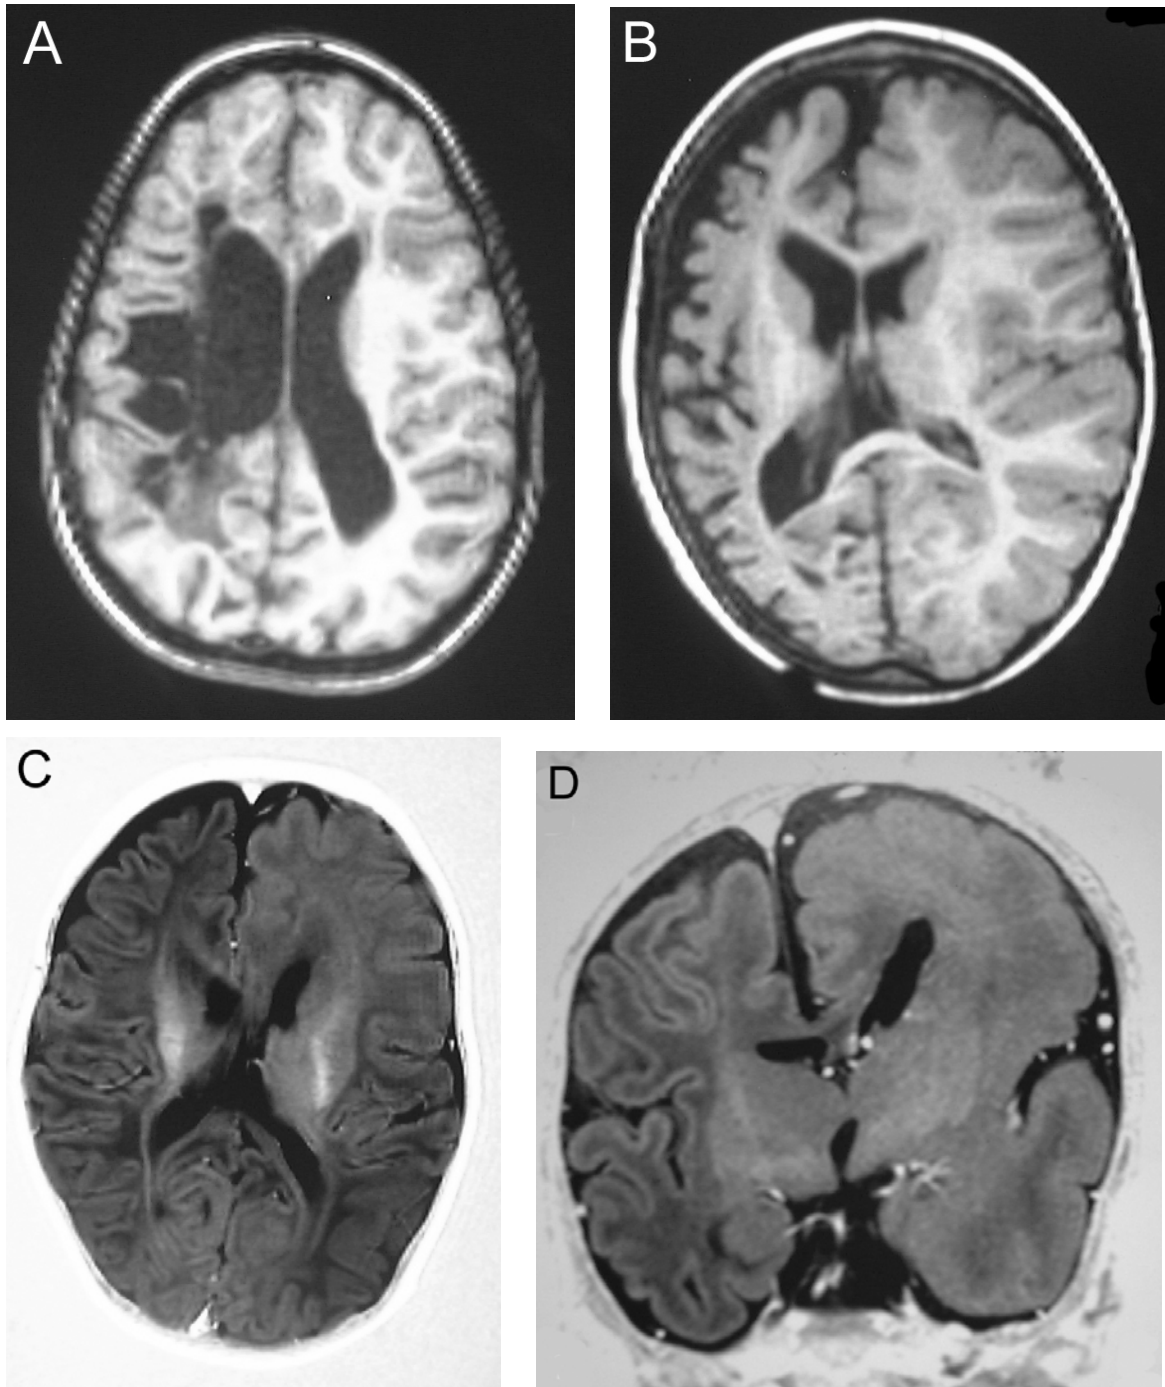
MRT-Beispiele von Patienten mit einer Indikation zur Hemisphärektomie. Encephaloklastische Ursache einer hemisphärischen Epilepsie wie bei Z. n. Hirninfarkt mit Porencephalie (A) oder ausschließlicher Atrophie (B). C, D: Hemimegalencephalien.
